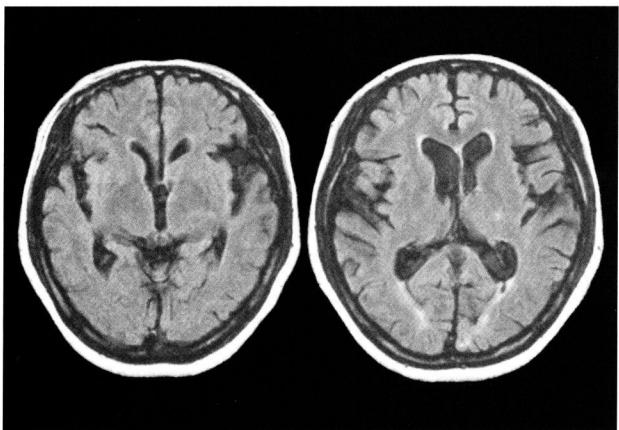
発症27年後 (41才時: 2004.05) のMRI (FLAIR) 像 (当院退院3ヶ月後)
